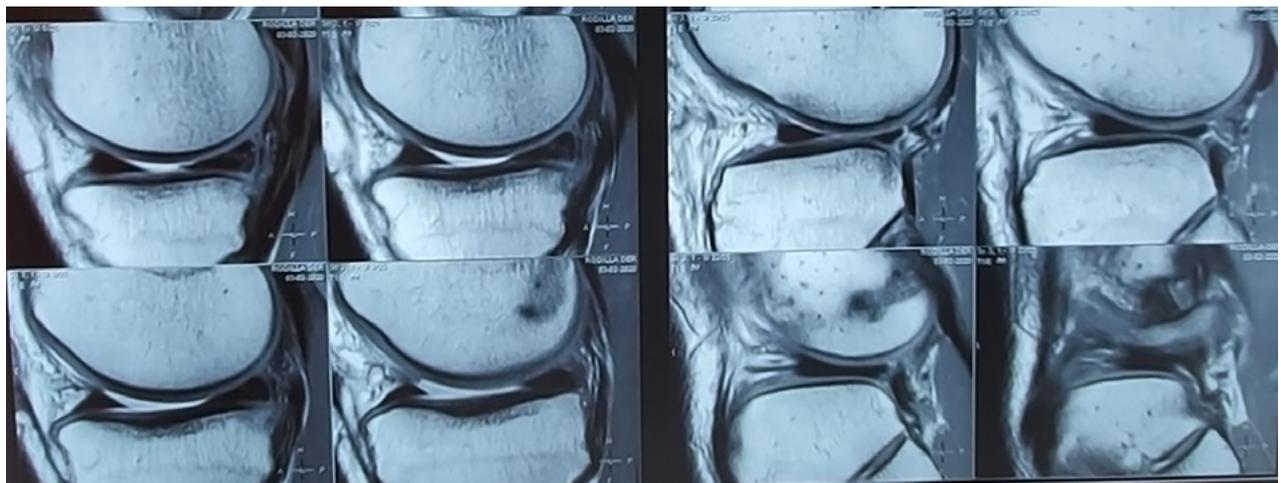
RM. Corte sagital. Lesión de ambos meniscos en su tercio posterior, traslación anterior de la tibia más evidente en el compartimento lateral.
